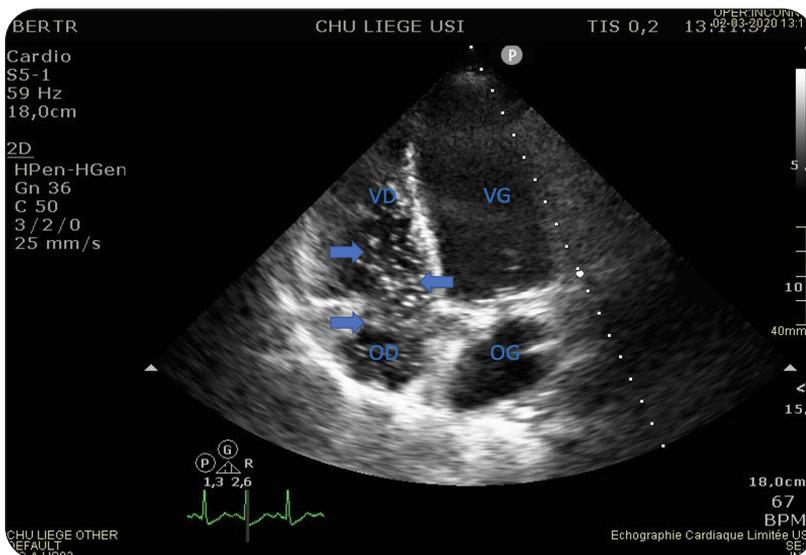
Échocardiographie transthoracique avec présence de bulles d'air (flèches bleues) au niveau des cavités droites. OD: Oreillette droite; VD: Ventricule droit; OG: Oreillette gauche; VG: Ventricule gauche
